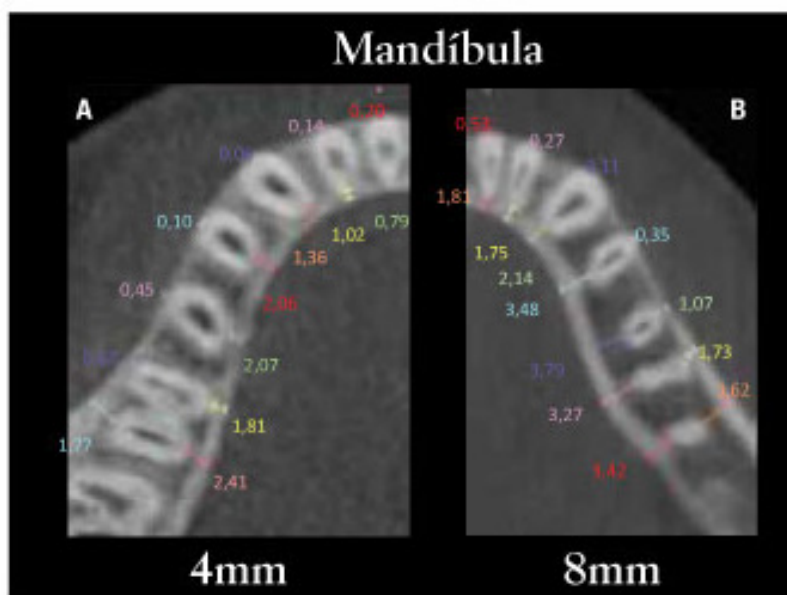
Tomografia da Mandíbula¹
